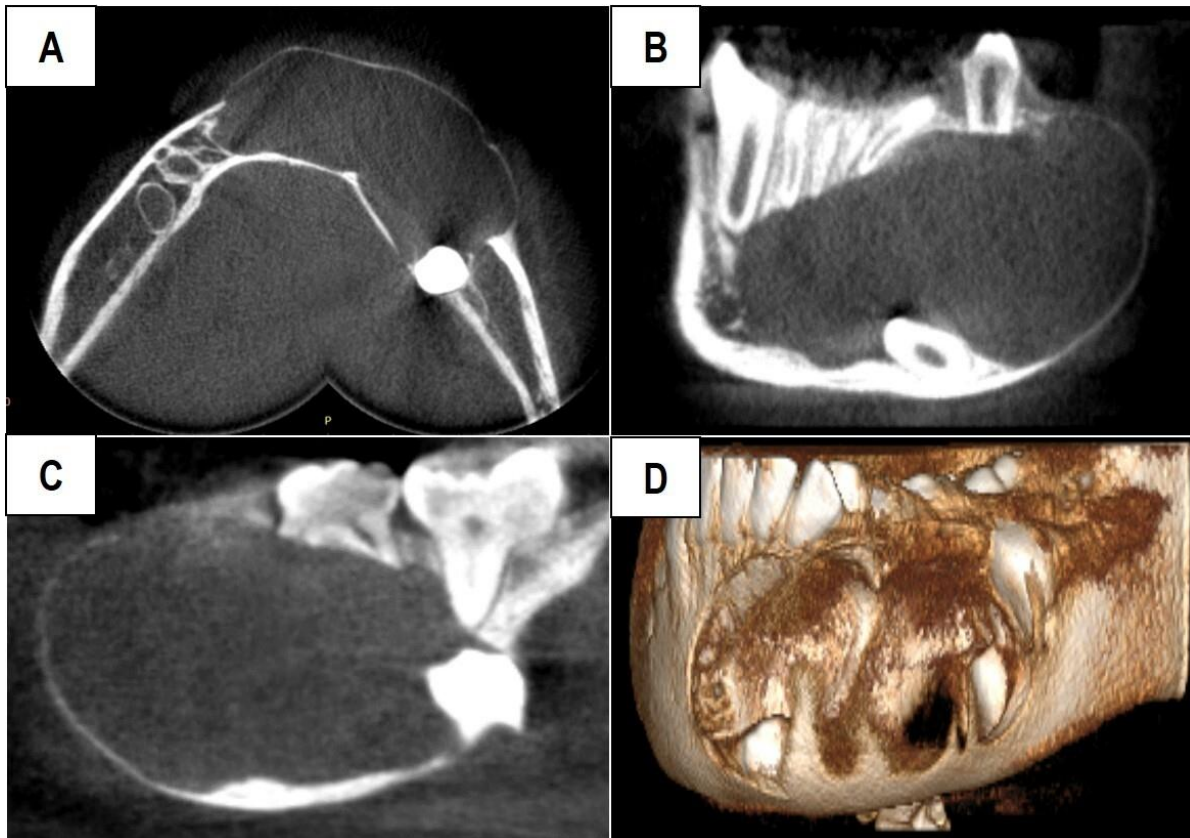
Tomografía axial computarizada. (A, B Y D) Expansión cortical vestibular y borde basal, (C) Desplazamiento de dientes deciduos.
